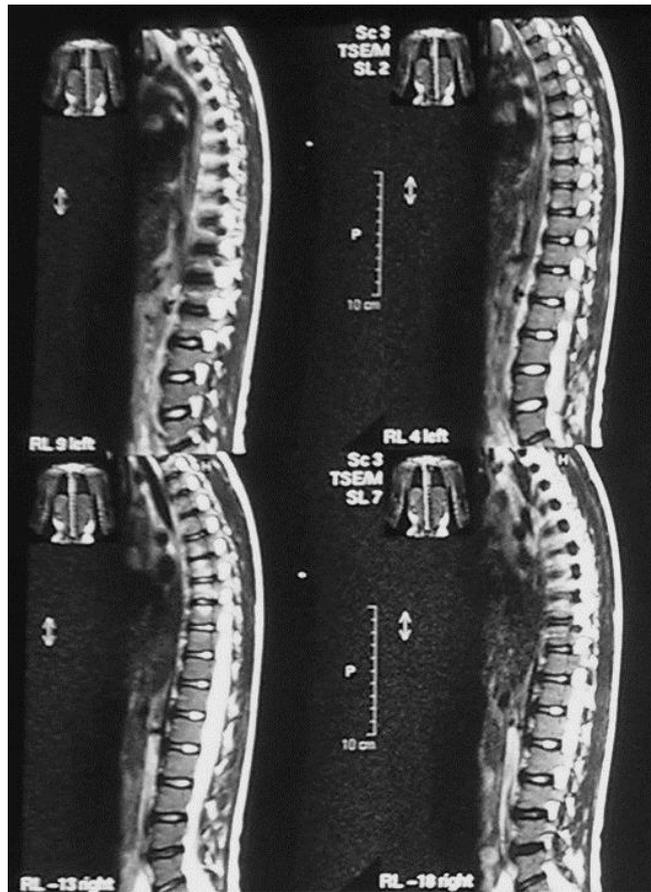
Пациент Б., 10 лет. Диагноз: первично-хронический многоочаговый остеомиелит с поражением Th6-Th10. Рентгенограммы, компьютерные и МР-томограммы при поступлении.
